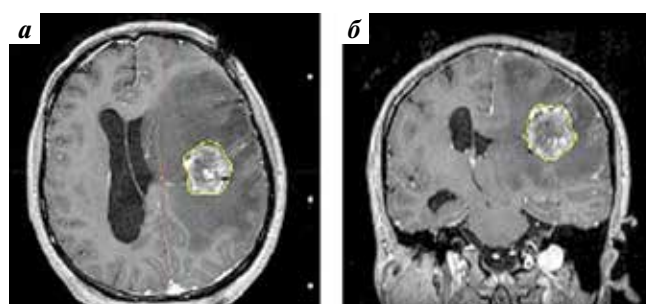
МРТ на момент первого этапа СтРХ. Томограммы головного мозга, после контрастного усиления: а — аксиальная; б — фронтальная. Определяется выраженное увеличение размеров опухоли, нарастание перифокального отека и дислокация срединных структур
